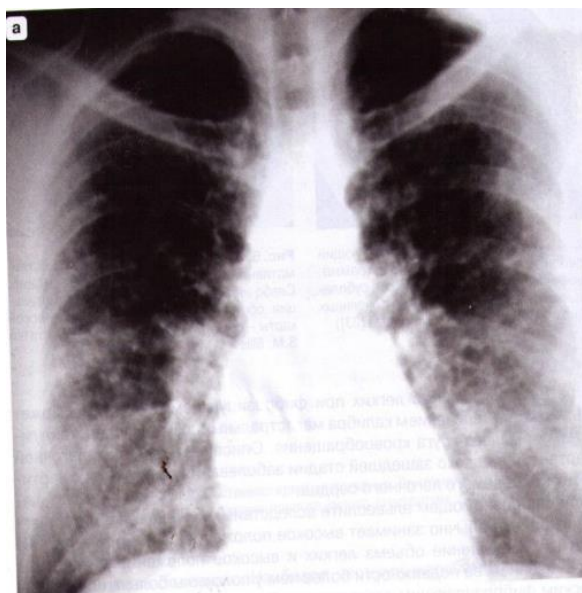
Рентгенологическая картина пациентки «Д», 67 лет с фиброзирующим пневмонитом
